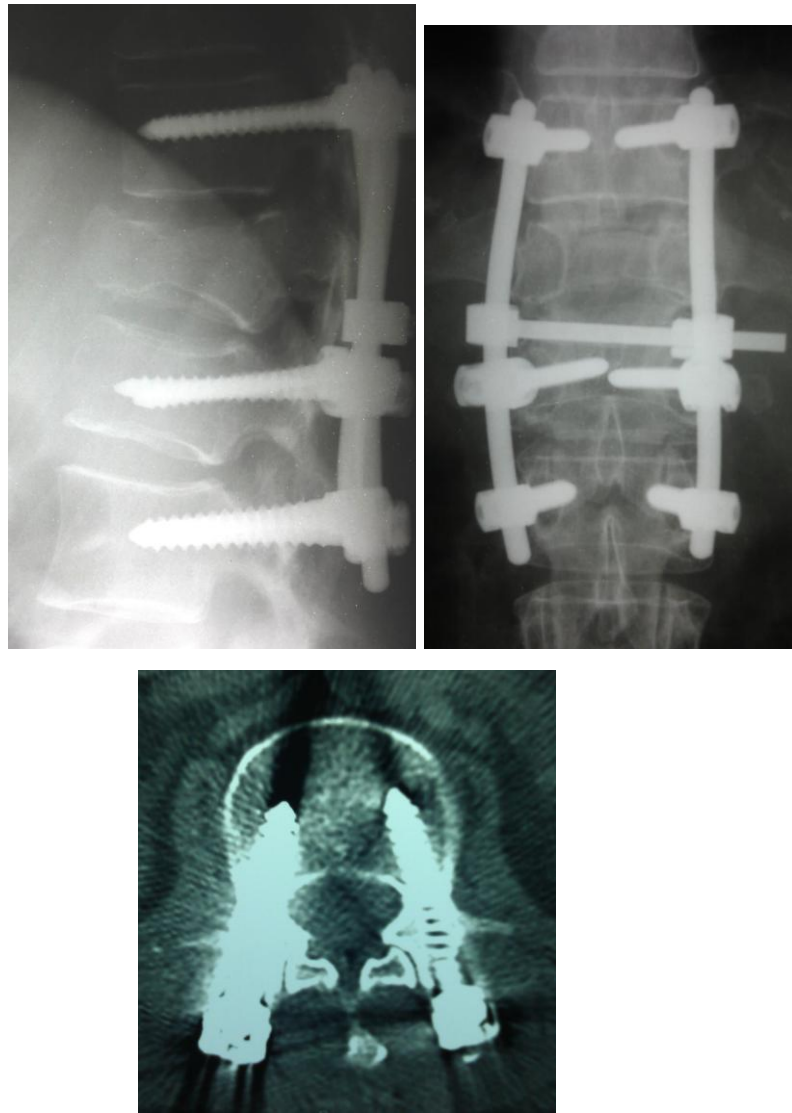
Больная П., 50 лет, история болезни № 80758 фотоотпечатки контрольных рентгенограмм и СКТ. Декомпрессивная ламинэктомия на уровне Th11-L2 позвонков, ревизия позвоночного канала, удаление эпидуральной гематомы, транспедикулярная фиксация Th11-L2 позвонков. Ось позвоночника восстановлена. Положение всех компонентов металлоконструкции правильное.
